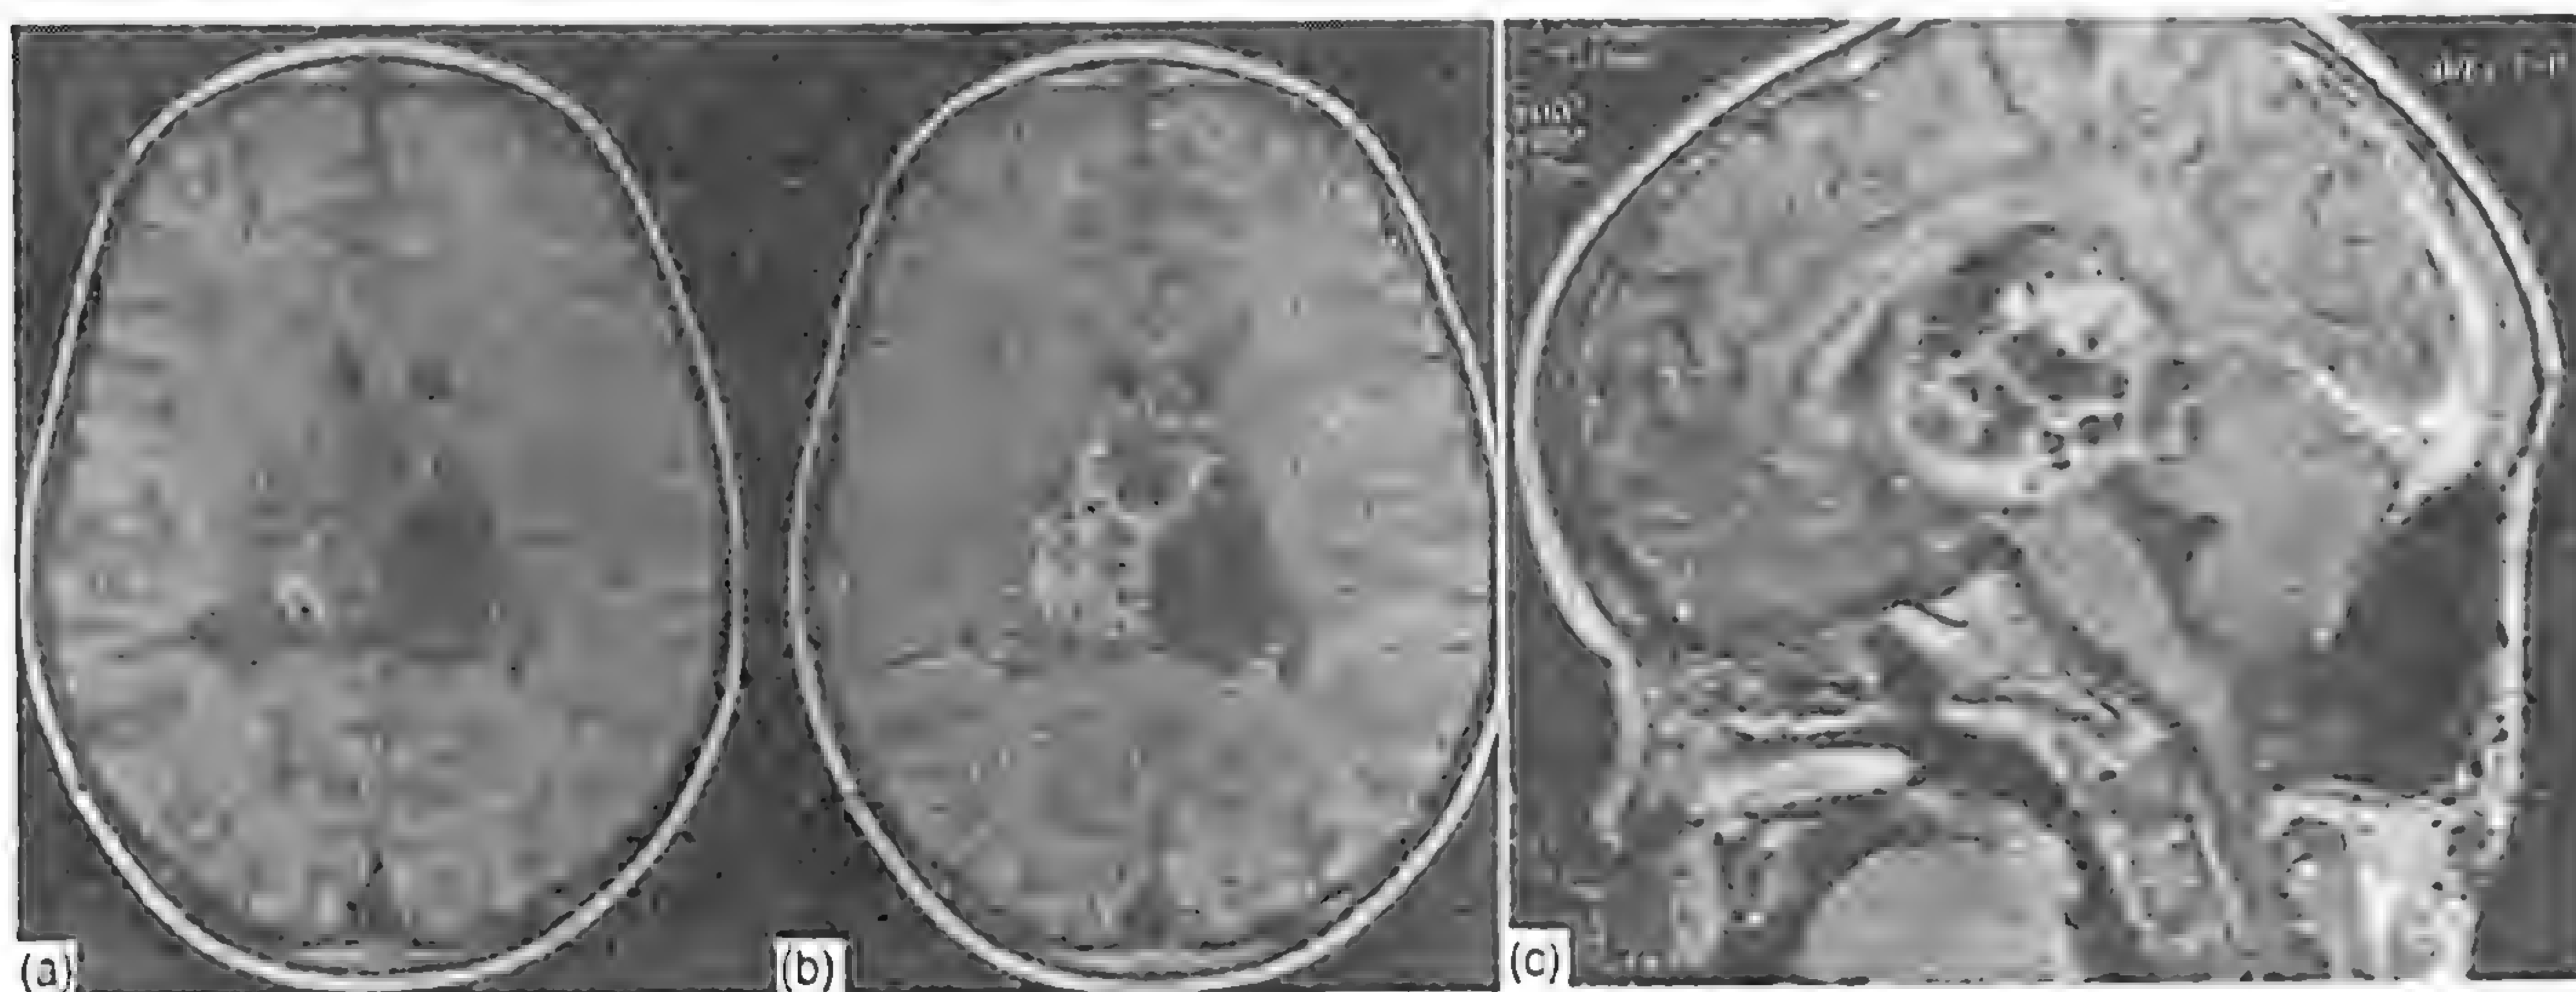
Imagine RMN axială în  $T_1$  a unui ependimom chistic, (a) înainte și (b) după administrarea substanței de contrast. Ariile cu semnal înalt înainte de contrast indică o hemoragie în tumoră. Ariile de semnal scăzut corespund cu formațiunea chistică. Extinderea semnalului înalt în b indică țesutul tumoral. (c) Imagine în  $T_1$  parasagitală postcontrast demonstrând relația anatomică a tumorii cu corpul calos și trunchiul cerebral.
